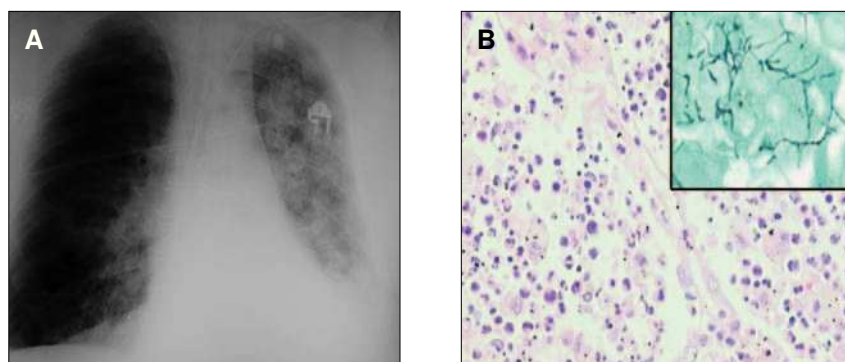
A) La radiografía de tórax muestra un neumonía bilateral con predominio de afectación del pulmón izquierdo que además presenta también derrame pleural. B) Imagen microscópica de la neumonía granulocitaria que afecta el pulmón izquierdo con alvéolos repletos de neutrófilos (HE, 20); en la imagen sobreimpresa se observan los gérmenes filamentosos ramificados que corresponden a la *Nocardia asteroides* (plata metenamina, 40).
